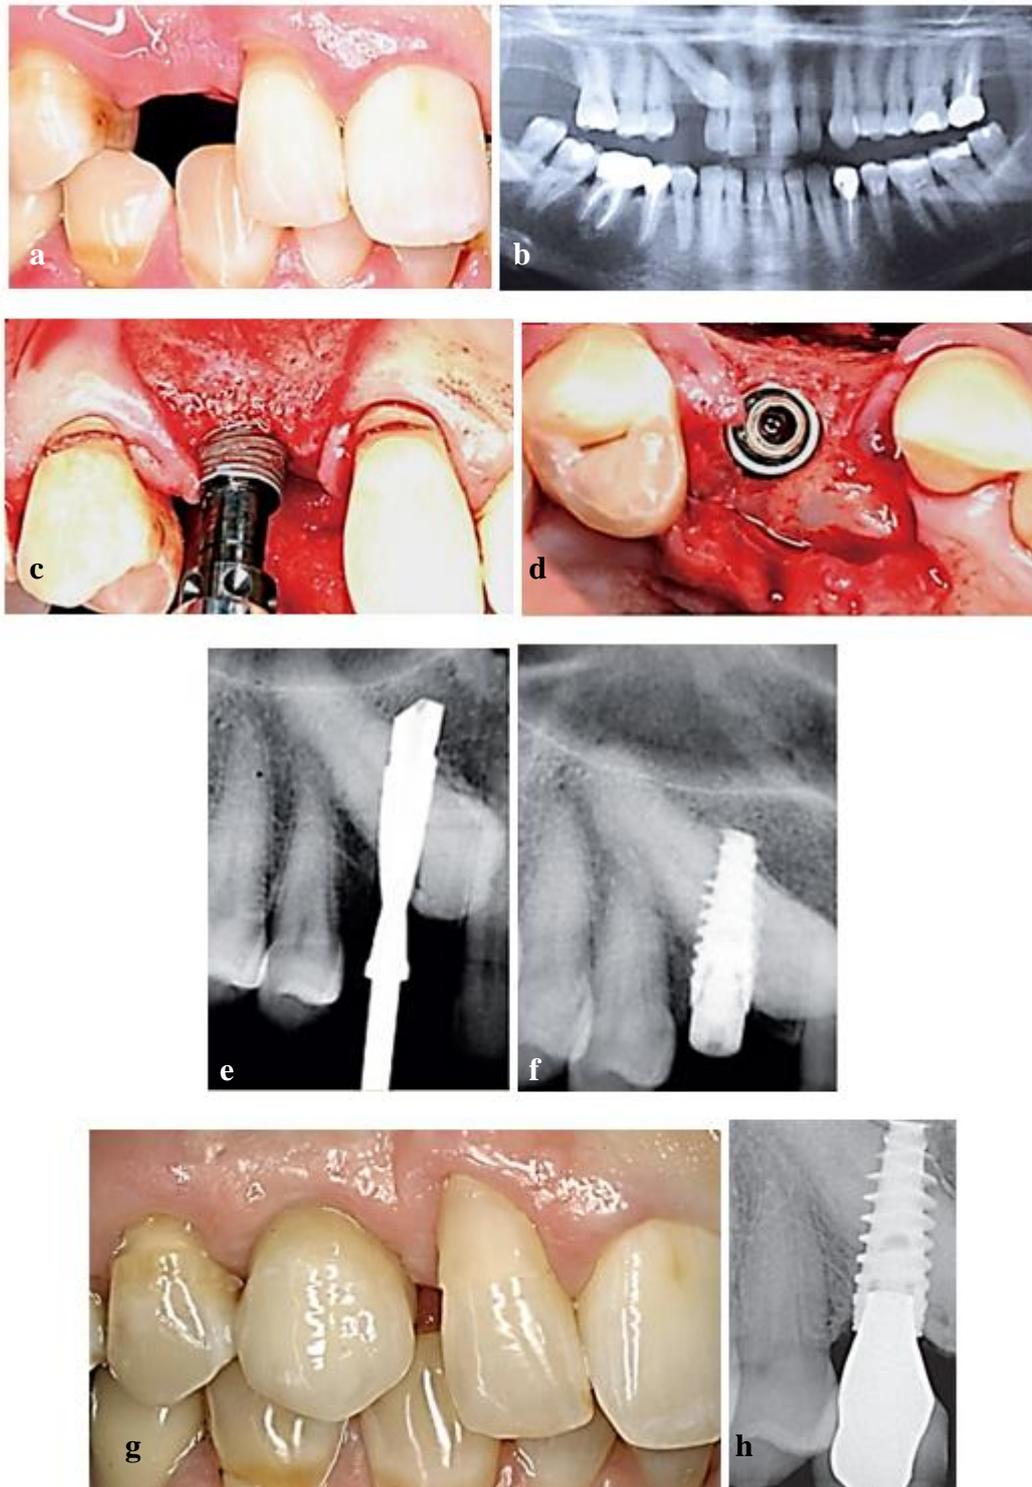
cas numéro 5 a. vue vestibulaire pré-opératoire ; b. radiographie panoramique montrant la 13 incluse ; c. implant inséré manuellement de manière progressive par des mouvements de vissage/dévissage ; d. assise finale de l'implant avec un torque n'excédant pas 40 Ncm ; e. radiographie rétro-alvéolaire du forage ; f. radiographie rétro-alvéolaire
